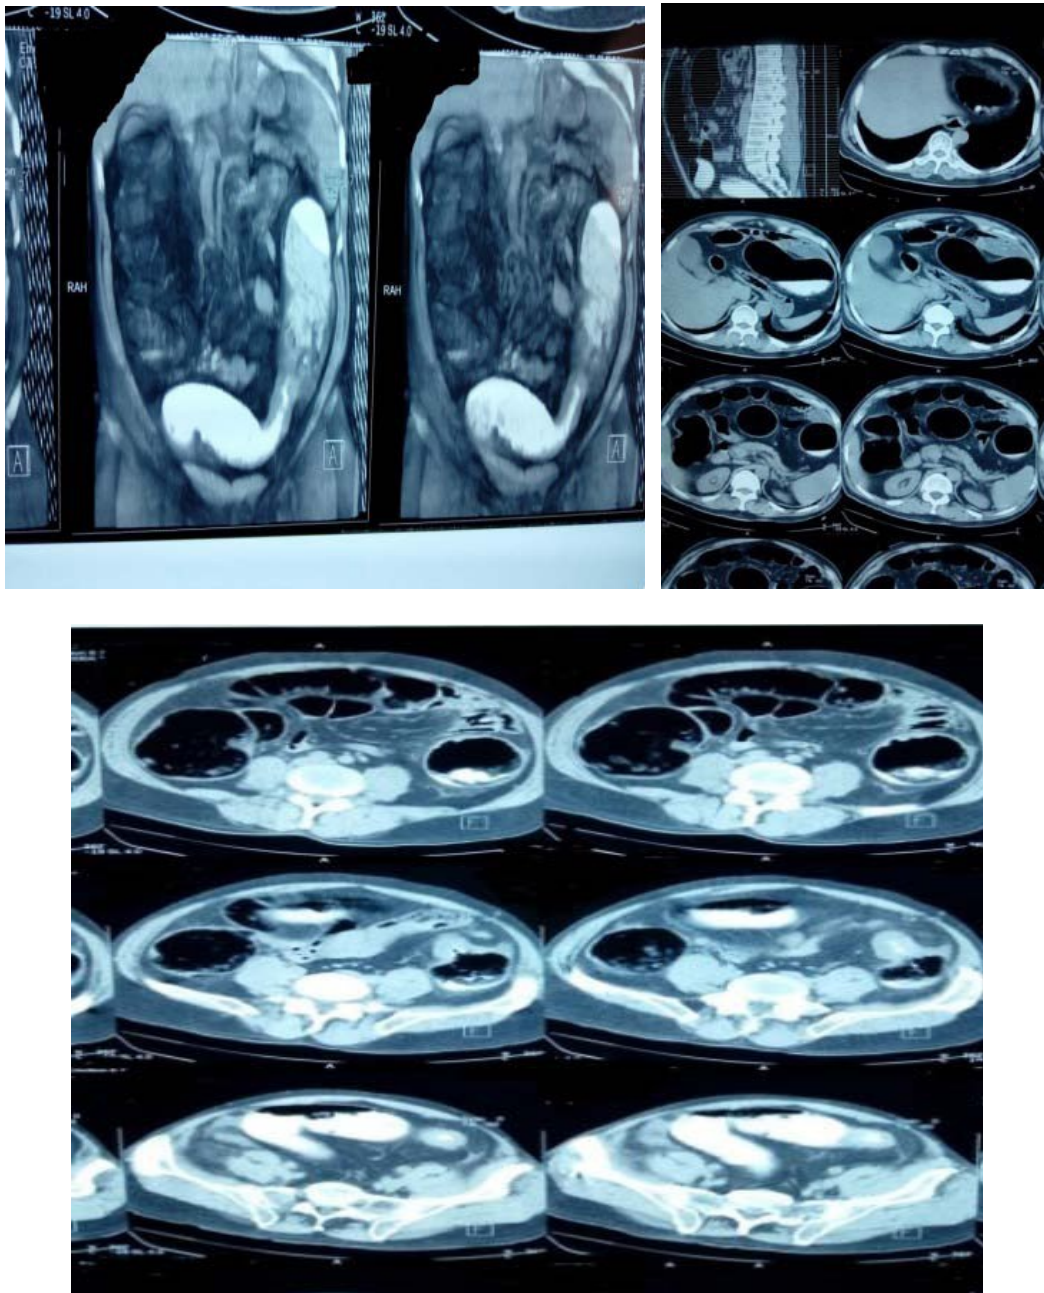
Images de TDM hélicoïdale avec injection intraveineuse et ingestion de produit de contraste , montrant une sténose circonférentielle de l'extrémité inférieure du côlon descendant avec infiltration modérée du méso-côlon adjacent avec reconstruction dans le plan coronal montrant l'étendue de la sténose
